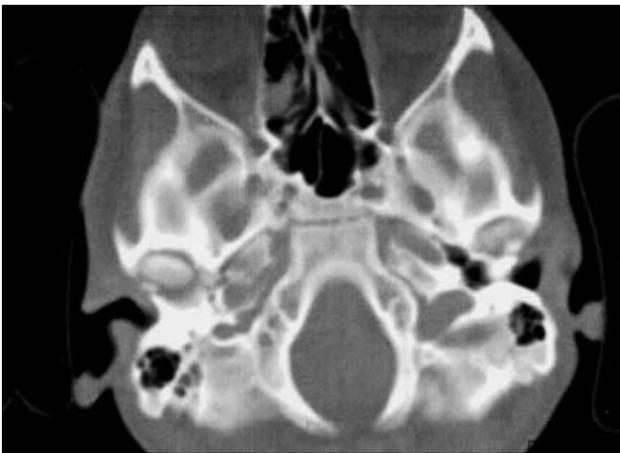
Больной А., 15 лет. Направлен на обследование с диагнозом последствия перенесенной черепно-мозговой травмы, посттравматическая энцефалопатия. На КТ асимметрия костных каналов основания черепа сочетается с уменьшением объема костной ткани в медиобазальных отделах ямки нижнечелюстного сустава слева.
